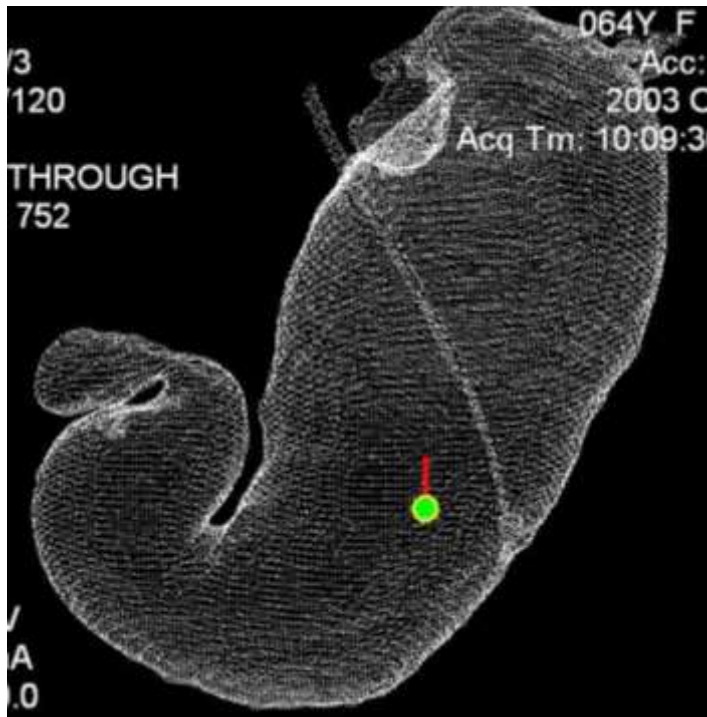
Компьютерная томография, 3-D реконструкция, опухоль субкардиального отдела желудка (показана стрелкой), желудок раздут воздухом, в просвете виден желудочный зонд.
